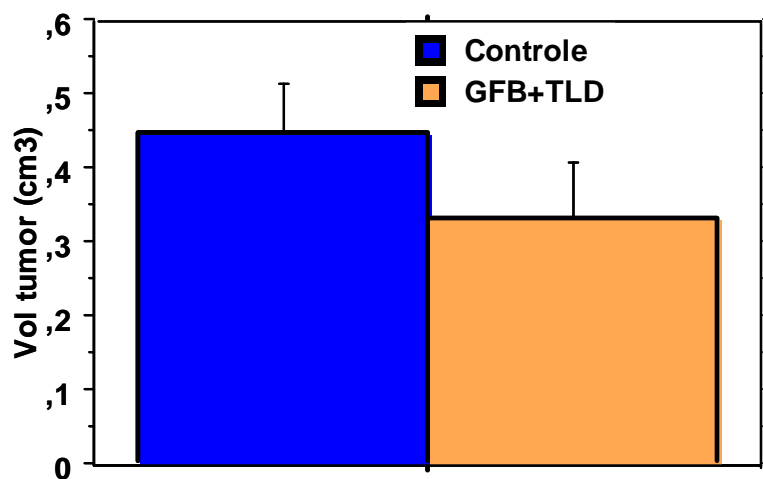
Volume tumoral medido na tomografia no 6º dia do implante de 4×10^5 células do tumor de Walker. Resultados expressos em média ± EPM. Não houve diferença do grupo tratado com gefitinib (GFB) associado com talidomida (TLD) em relação ao controle. Teste de Mann-Whitney, $p = 0,11$.
